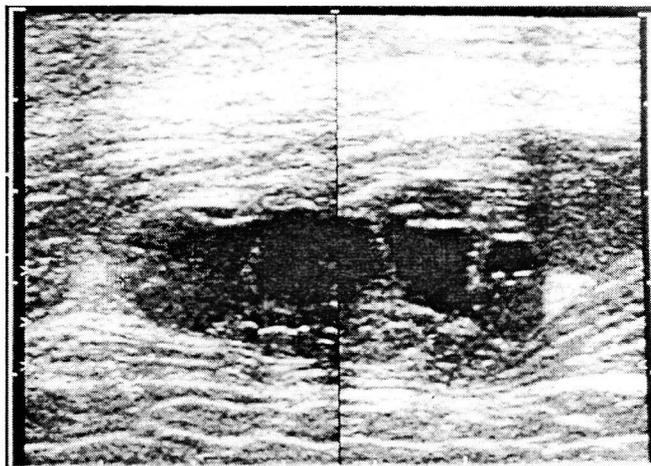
Ecografía de muslo.
